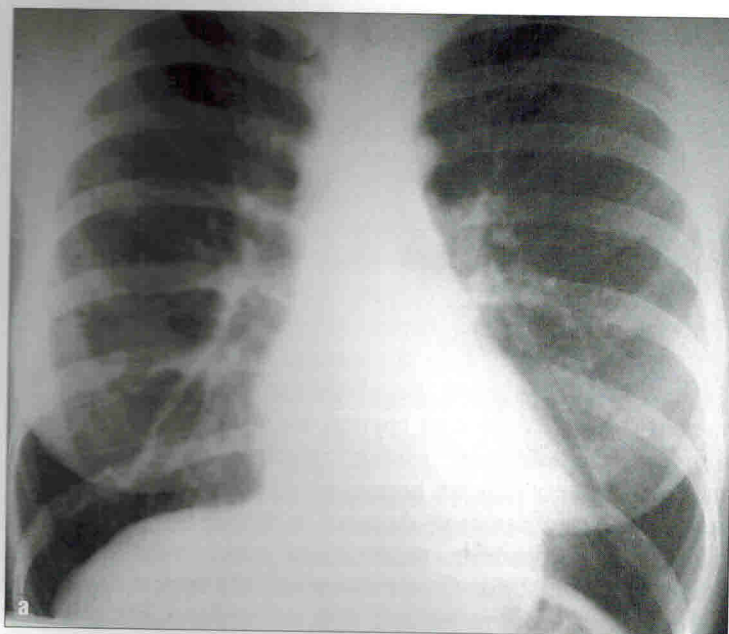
На рентгенограммах грудной клетки в передней (а) и левой боковой (б) проекциях определяется участок неоднородного затемнения легочной ткани в проекции $S_{9,10}$ левого легкого. Умеренно выраженные перибронхиальные изменения в базальных сегментах нижней доли слева. Корни легких не расширены, структурны. Диафрагма расположена на уровне заднего отдела X ребра, контур ее четкий, видимые отделы реберно-диафрагмальных синусов свободны. Сердечно-сосудистая тень без особенностей
